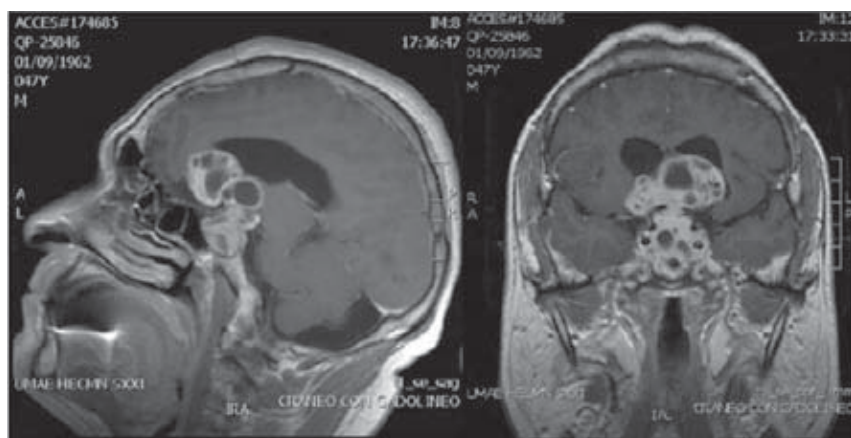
RMN de cráneo (2010), corte sagital y coronal en T1 con gadolinio.
